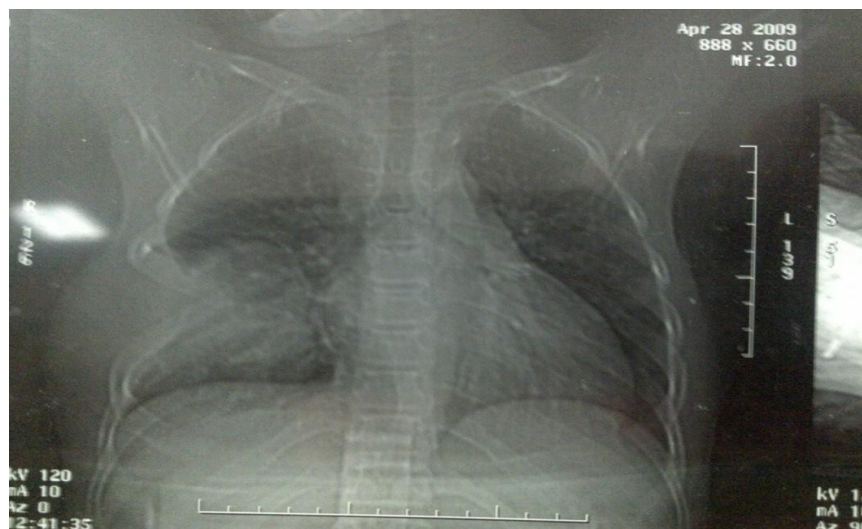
Radiographie thoracique de B.B
